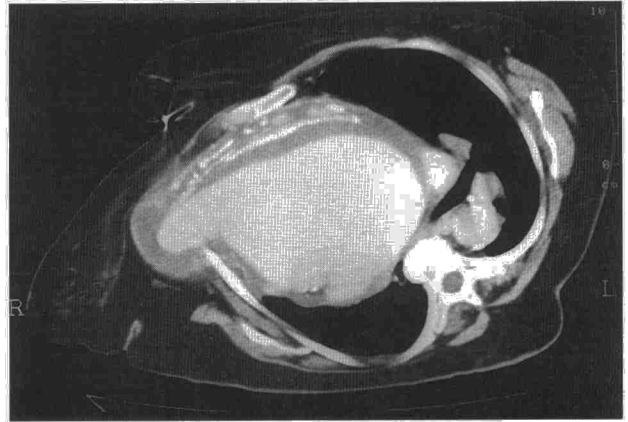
Tomografía computarizada de tórax a la altura de la aorta ascendente, con contraste intravenoso. Amplio aneurisma aórtico, con trombo mural anterolateral parcialmente calcificado. Protrusión sacular a través de un arco costal anterior derecho. Aorta torácica descendente de diámetro normal.
